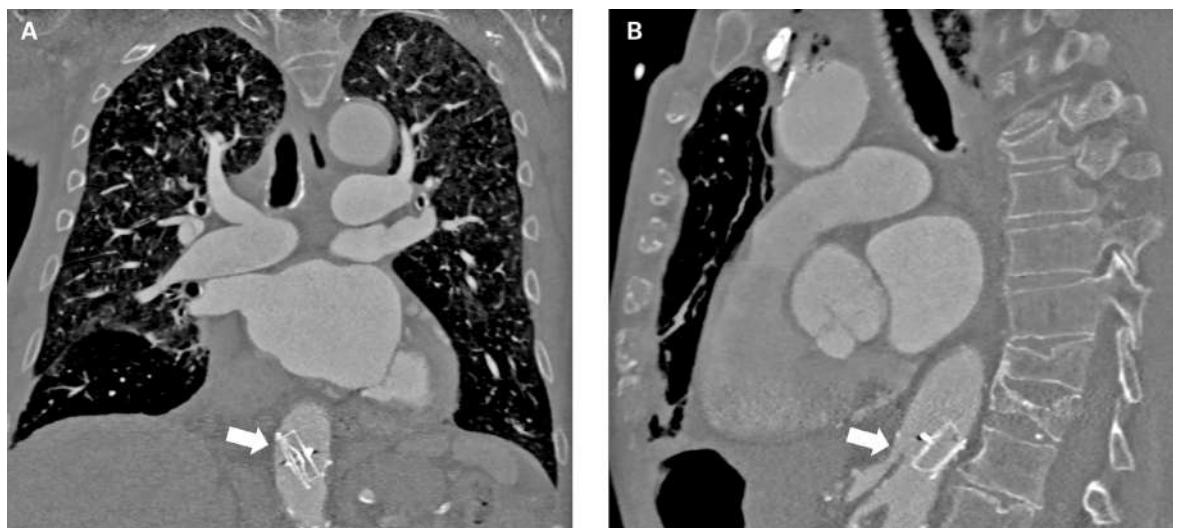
Die präoperative CT-Angiographie zeigt den Amplatzer™ (weisser Pfeil) in der Aorta am thorakoabdominalen Übergang auf Höhe des Truncus coeliacus und der Arteria mesenterica superior. (A) Koronarer Schnitt, (B) saggitaler Schnitt.
